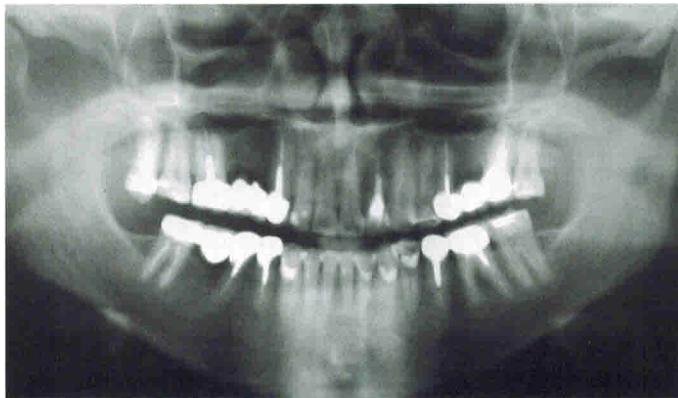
Ортопантомограмма пациента при обращении.
